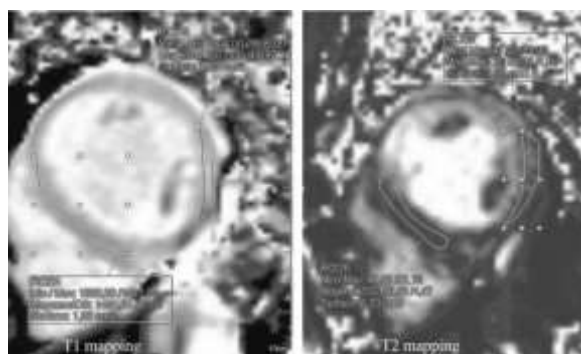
Femeie de 65 de ani, cu infecție confirmată COVID-19 și miocardită acută confirmată prin RMN cardiac. Secvențe de *mapping* T1 pre-injecție și *cartografiere* T2 în favoarea edemului semnificativ: creșterea T1 la 1454 ms (valoare normală la 3T <1256 ms) și T2 la 50 ms (valoare normală la 3T <39 ms). (Colecția personală Dr. Mirela Nan, CHU Rouen, Franța)
